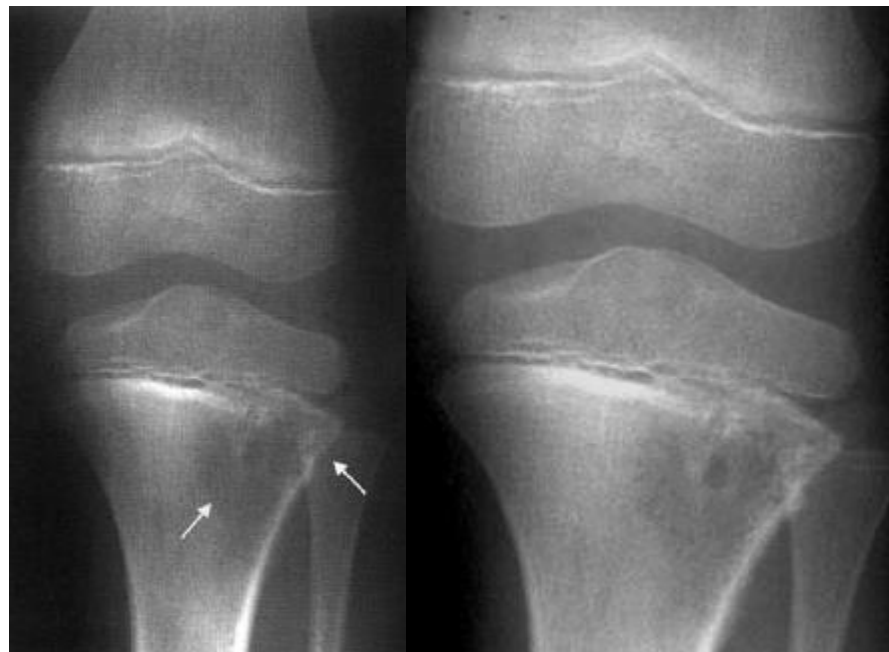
Рентгенограми колінного суглоба в прямій проекції (+ її збільшений фрагмент). Початкові прояви ОС, літичний її різновид – у проксимальному метафізі великогомілкової кістки визначається ексцентрично розташоване вогнище літичної деструкції з обмеженим розшаруванням кортикального шару та обмеженим періостозом (стрілка).
